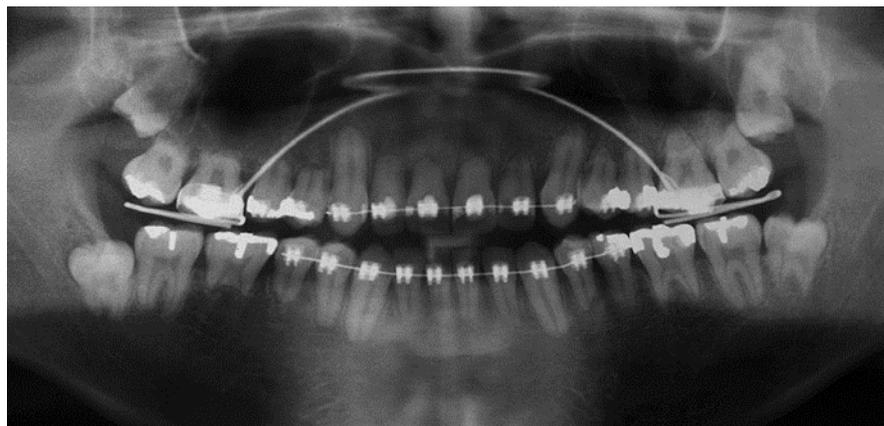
La radiografía panorámica convencional revela la misma reabsorción radicular inflamatoria grave (grado 4 de Malgren) después de 4 años de tratamiento.
